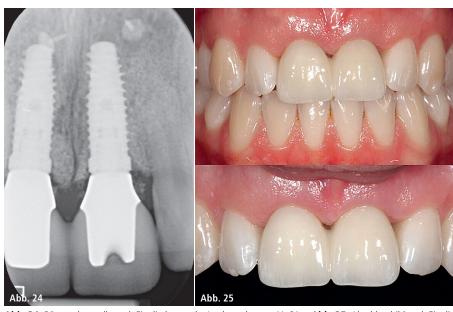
Röntgenkontrolle nach Eingliederung der Implantatkronen 11, 21. – Abb. 25: Abschlussbild nach Eingliederung der implantatgetragenen, verblockten Restauration 11, 21.
